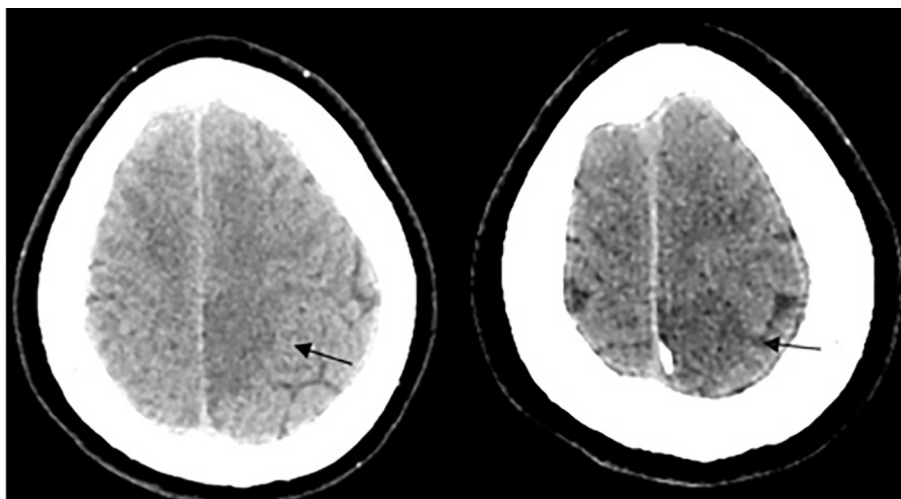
Результаты мультиспиральной компьютерной томографии головного мозга пациентки В. в режиме DWI: зона формирующейся ишемии в парасагиттальных отделах левой теменной доли (указана стрелками)
